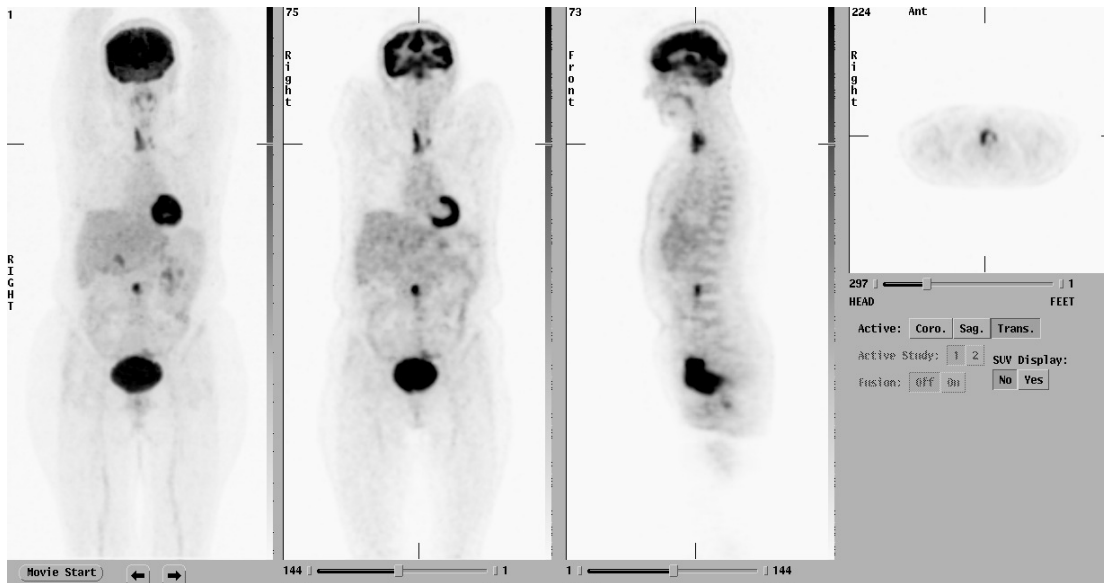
Beispiel für eine „benigne“ Speicherung von FDG in der Schilddrüse in allen Ebenen
